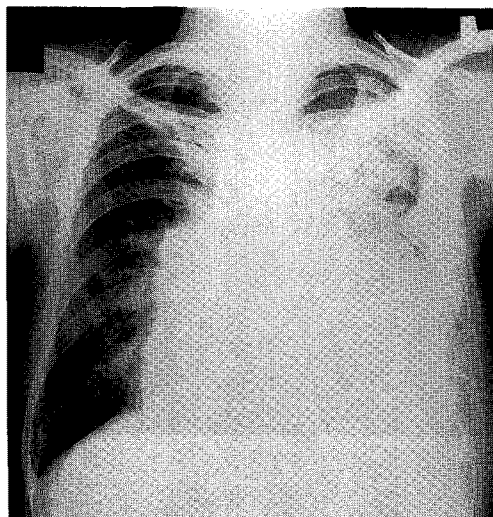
Chest radiograph shows partly loculated, left side pleural effusion and variable size nodules were scattered in both lung fields.
